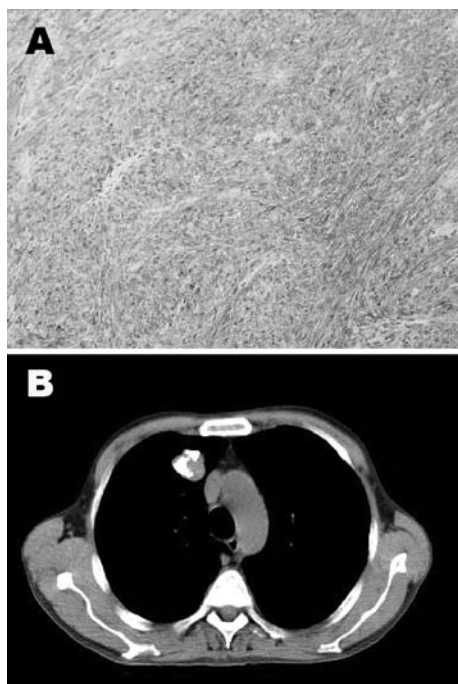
Tumoración estromal compuesta por células epitelioides y fusiformes *c-kit* positivas. 1B. Tomografía computarizada torácica: condroma pulmonar.
